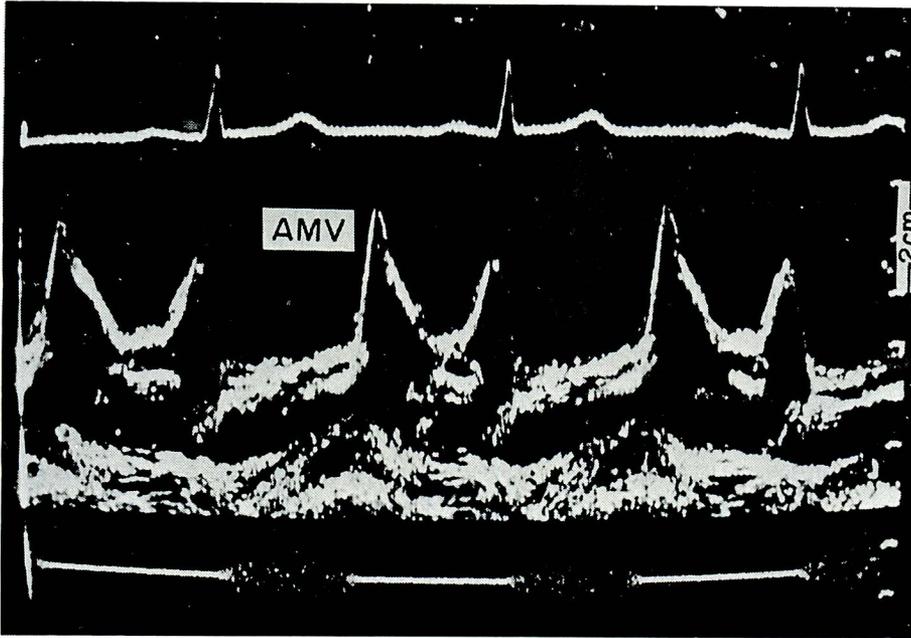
Echocardiogram in a patient with mitral regurgitation due to unknown origin
